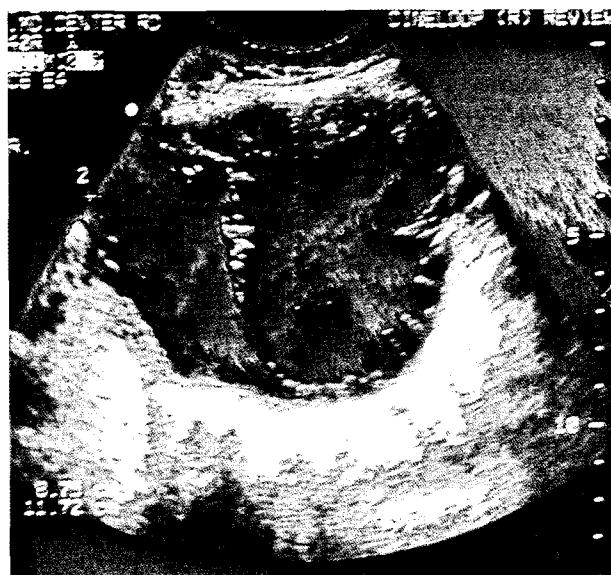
Transabdominal ultrasound showing irregular thickening of abdominal wall and infiltration in pelvic fat tissue suggest malignancy. Ascites is also accompanied.
